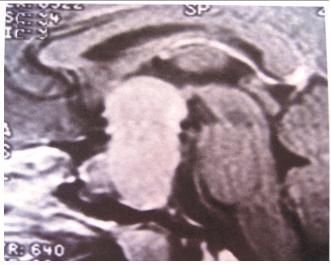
МРТ головного мозга больной Б., 49 лет. На сагиттальных (а) и фронтальных (б) срезах определяется неоднородной структуры АГ со значительным экстраселлярным распространением, с участками разнородной плотности. Образование прободает диафрагму турецкого седла и выходит в супраселлярную область.
